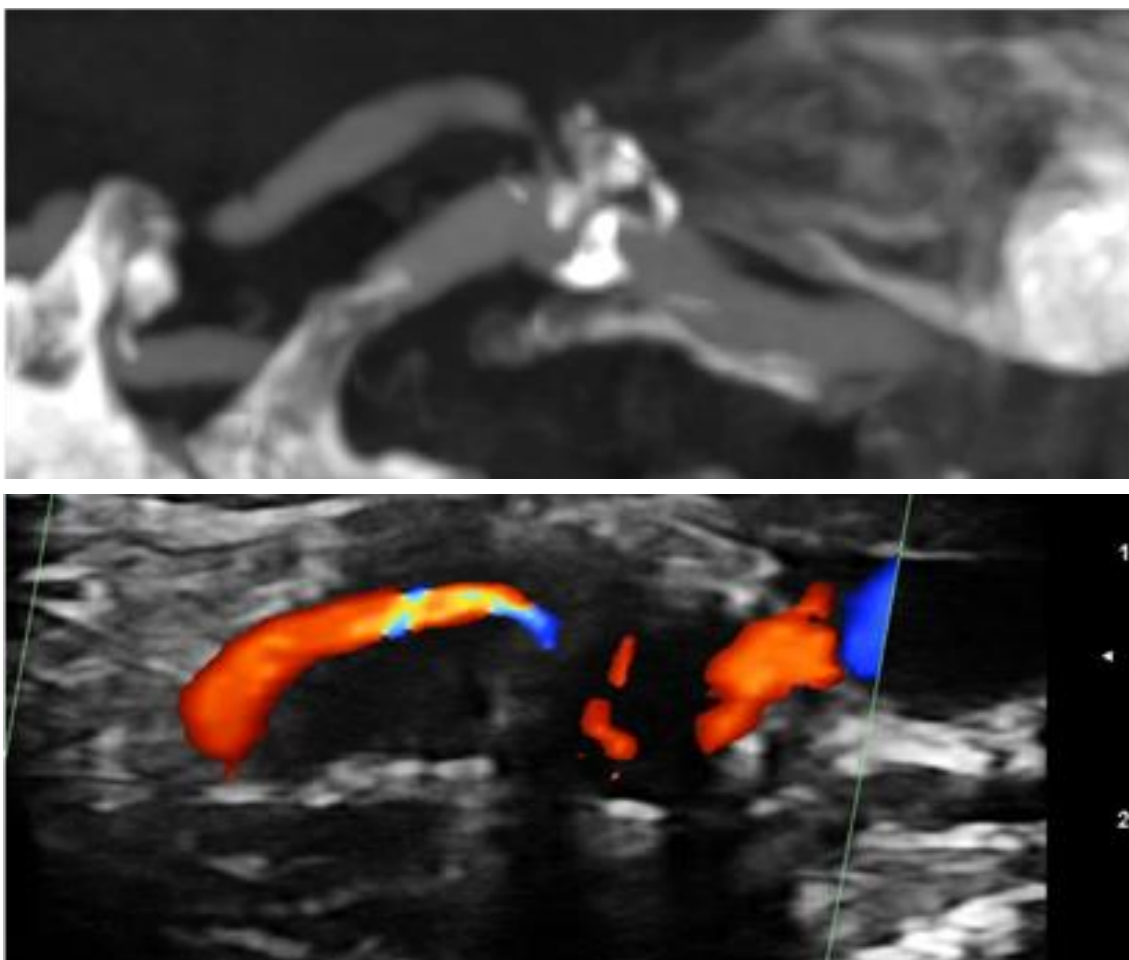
In alto Angio-TC che evidenzia calcificazioni di parete; in basso l'indagine ecografica è limitata in B-mode e quindi, se tecnicamente possibile, si utilizzano preferenzialmente i dati derivati dall'indagine velocimetrica
